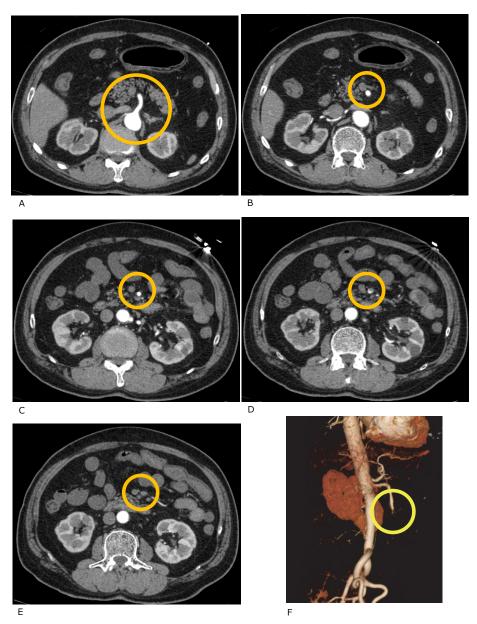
A~E 腹部造影 CT 早期相での SMA の造影効果 (腹部大動脈~足側まで) F 3D 画像 (VR) SMA が途絶している
